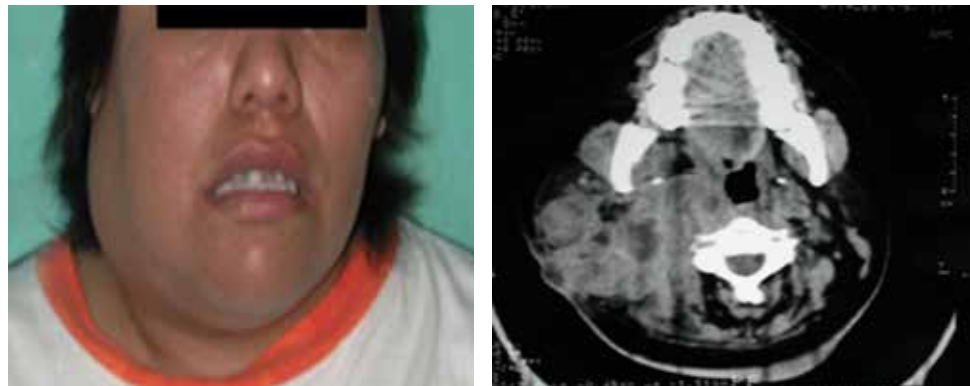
Paraganglioma de cuerpo carotídeo derecho presentándose como masa pulsátil cervical. TAC contrastada con reforzamiento a nivel del cuerpo carotídeo. Signo de la lira.*
